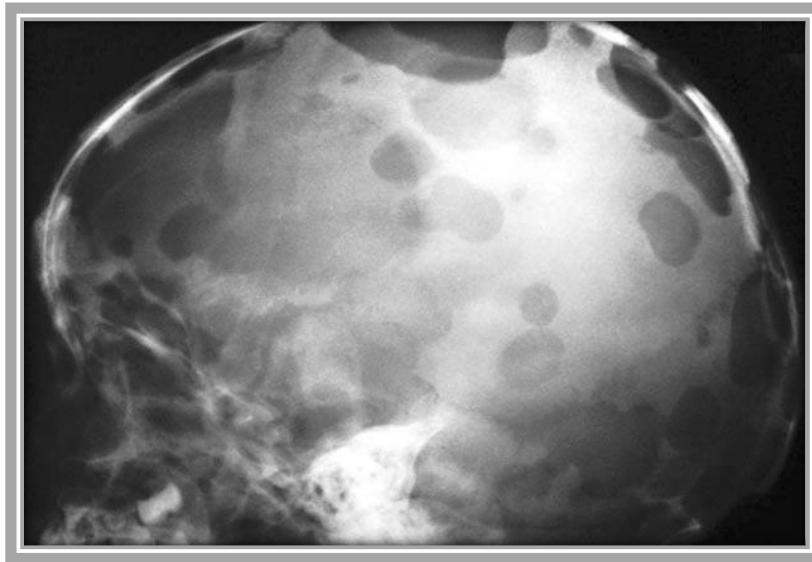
Radiografía lateral de cráneo de un niño de 5 años con Enfermedad de Hand-Schüller-Christian muestra múltiples lesiones osteolíticas.³⁹
